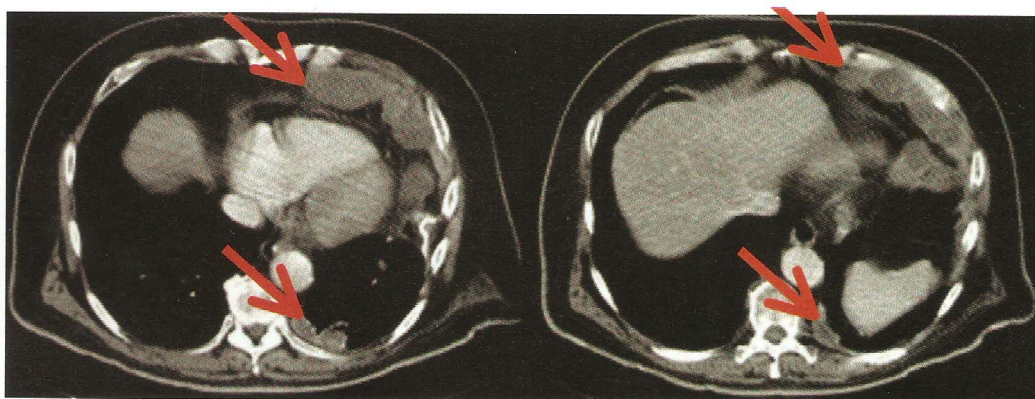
Tomografía axial computarizada (15 de noviembre de 2013): respuesta parcial pleuro-pulmonar (RECIST 1.1) tras dos meses de tratamiento con sunitinib en carcinoma adenoide quístico metastásico.
